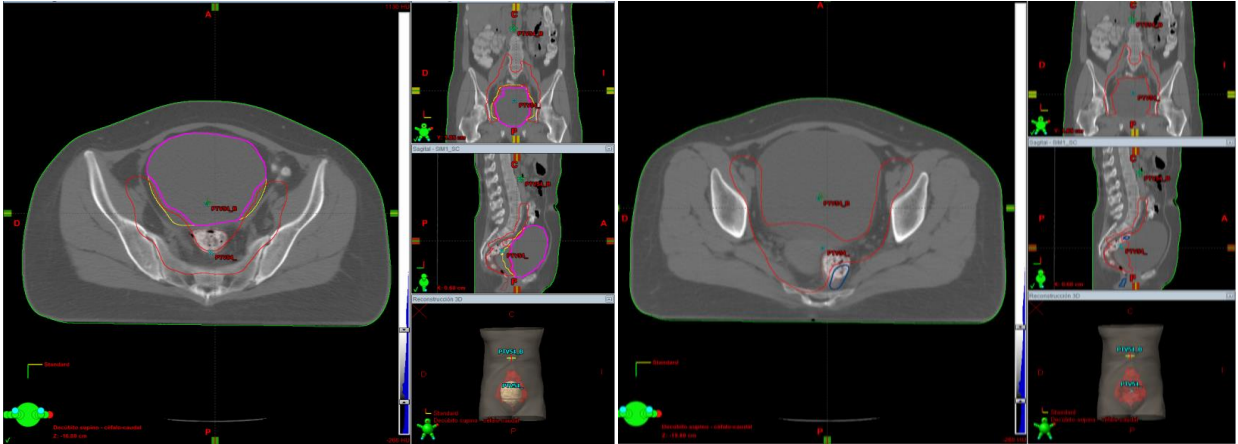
En la figura de la derecha, se observa la estructura “vejiga control” (contorno magenta), la vejiga real (contorno amarillo) y el PTV45 (contorno rojo) en los 3 cortes: axial, coronal y sagital de TC; así mismo, en la figura de la derecha, se observa la estructura “recto control” (contorno azul), el recto real (contorno marrón) y el PTV45 (contorno rojo).
